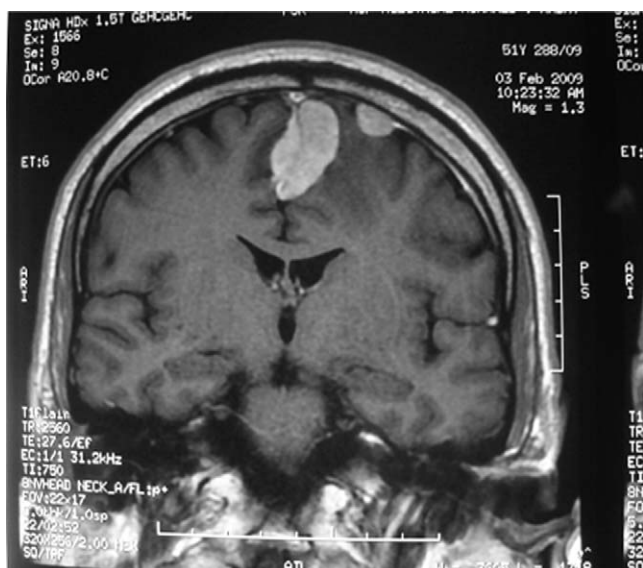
IRM cérébrale en coupe coronale après injection de produit de contraste montrant une lésion hyperintense sur la faux du cerveau et une seconde sur la convexité.
